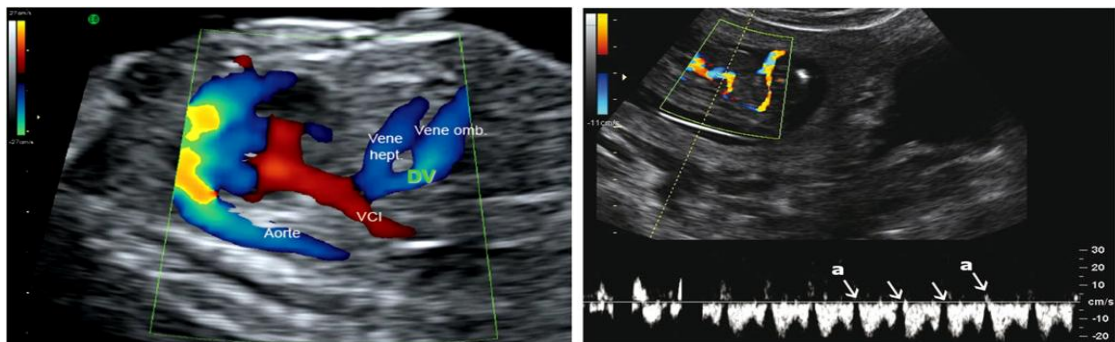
Doppler du canal d'Arantius : Le flux sanguin s'annule ou devient négatif au niveau de l'onde (a) : haut risque d'anomalie chromosomique (d'autant plus qu'on devine sur l'image un début de lymphoedème au niveau du dos) (Nicolaidis et al.).
